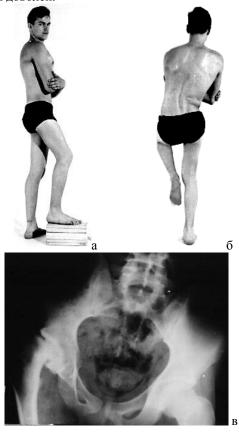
Больной М. и его рентгенограммы до лечения
